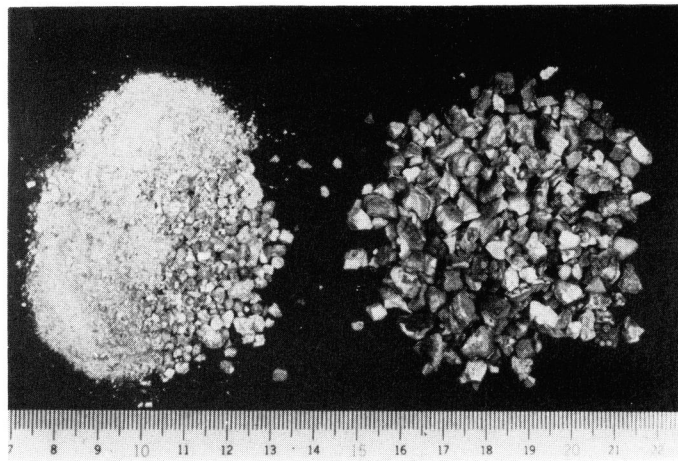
Extracted stones by stone forceps (right) and ultrasonically destructed and suctioned stones (left).
